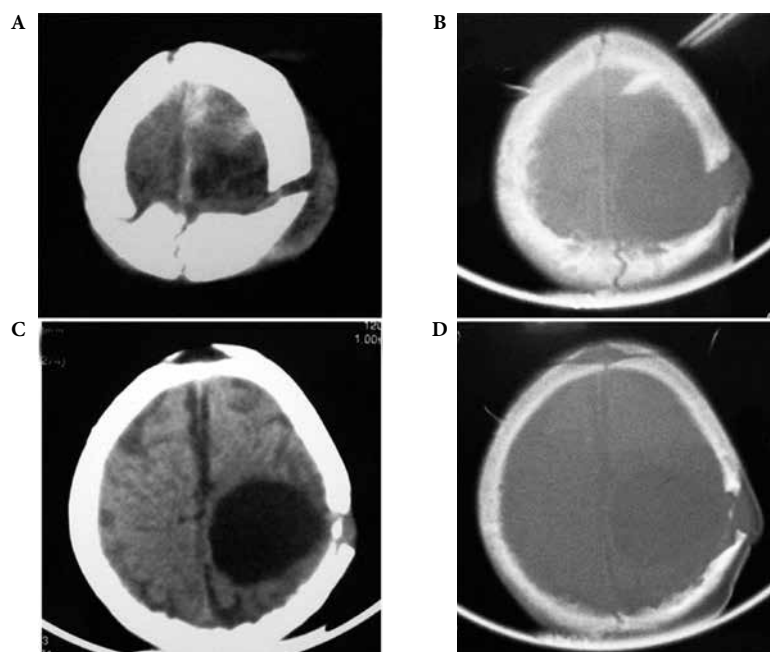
TAC de crânio. (A) Herniação cerebral parietal esquerda com área de gliose cerebral. (B) Janela óssea: fratura frontoparietal e presença de massa extracraniana. (C, D) Cisto porencefálico subjacente à falha óssea.
